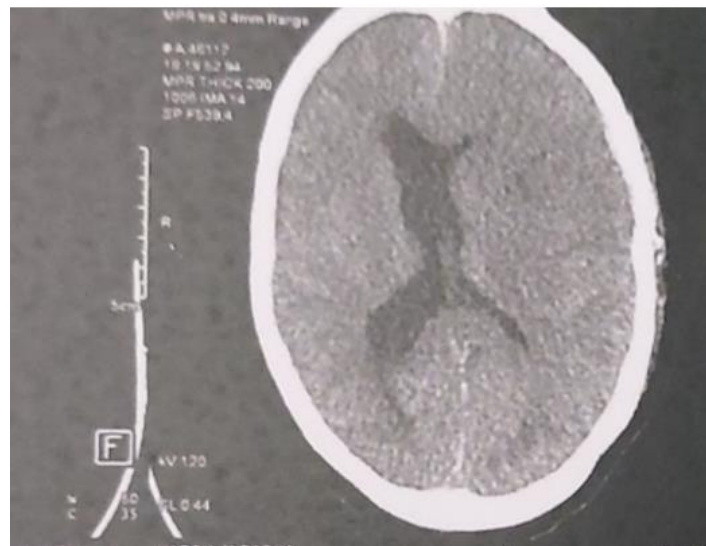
TDM cérébrale postopératoire – coupe axiale – sans injection de produit de contraste, montrant un parenchyme cérébral d'aspect homogène, un système ventriculaire de taille conservée, sans hémorragie intracrânienne aiguë, ni effet de masse résiduel.
